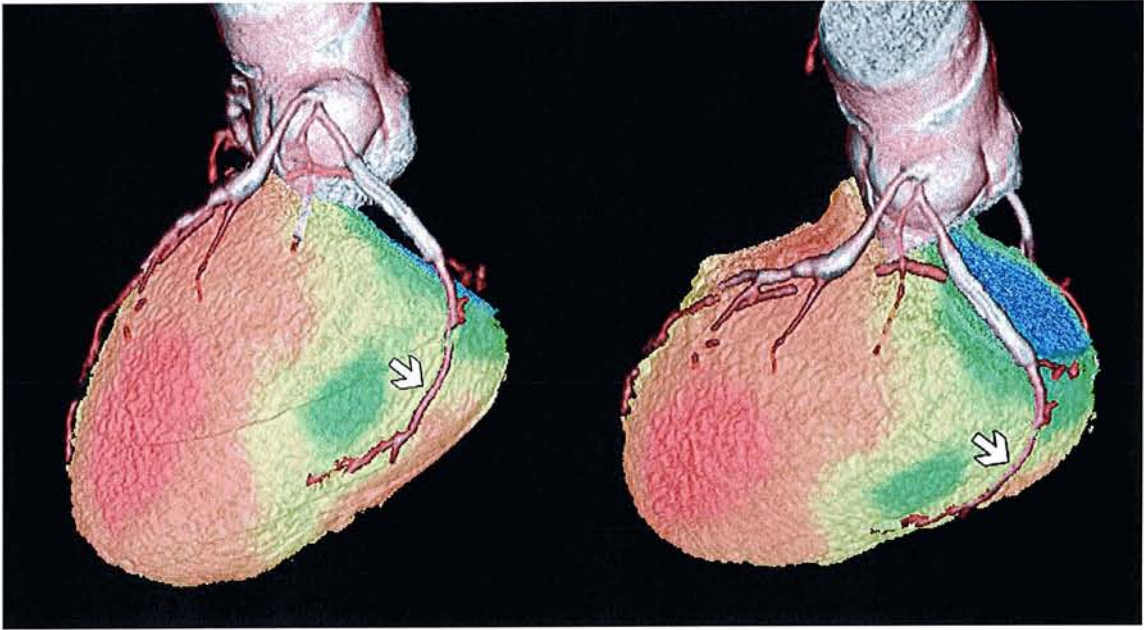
Exemple d'image de fusion entre la tomoscintigraphie et le coroscanner, en utilisant le logiciel CardiQ Fusion, montrant une ischémie correspondant au territoire de la CX et plus précisément à une sténose d'une branche latérale.
